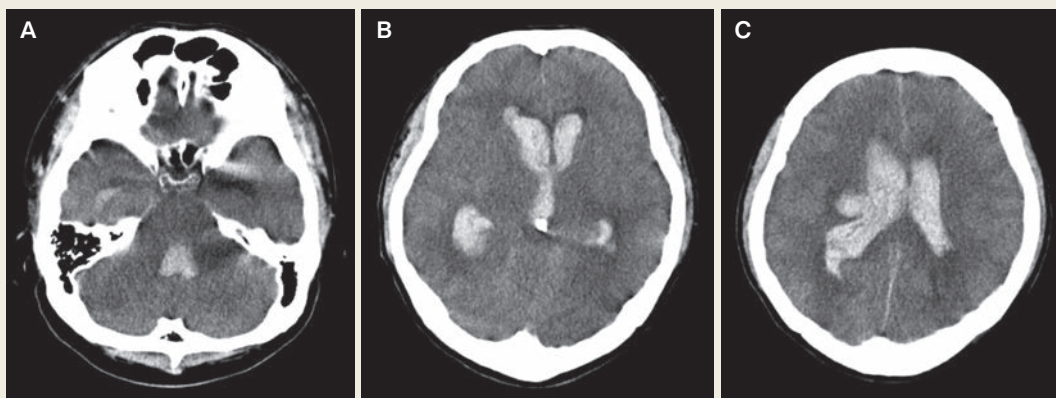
Head computed tomography (CT) scan demonstrating intraventricular hemorrhage and acute hydrocephalus
